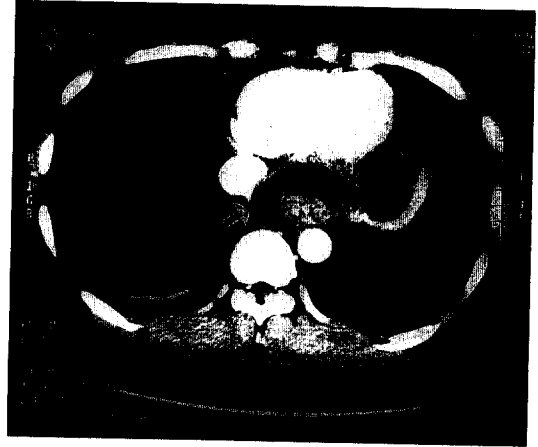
Contrast enhanced chest CT scan shows $5 \times 3\text{cm}$ sized cystic lesion (arrow) with diffuse esophageal wall thickening at posterior side of the lesion and large amount pleural effusion, left with small amount on right.
